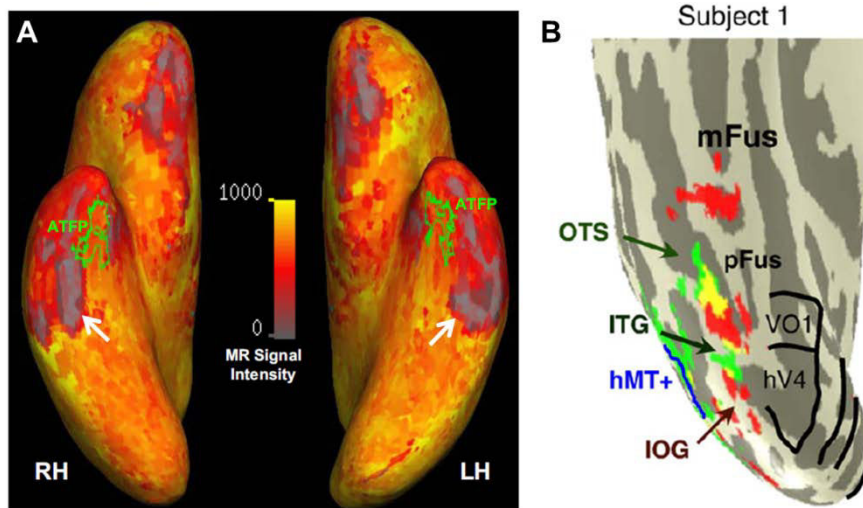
Chute du signal IRM dans le lobe temporal antérieur. A. Signal IRM brute projeté sur un cerveau gonflé avec chute du signal dans le lobe temporal antérieur (indiqué par une flèche blanche, zone grise). Adapté de Rajimehr et al., (2009). B. Exemple d'un hémisphère droit gonflé d'un sujet individuel sur lequel sont représentées uniquement les activations sélectives aux visages (en rouge) de la partie postérieure du VOTC (la partie antérieure a été coupée et n'est pas représentée). Adapté de Wiener et Grill-Spector (2010).
